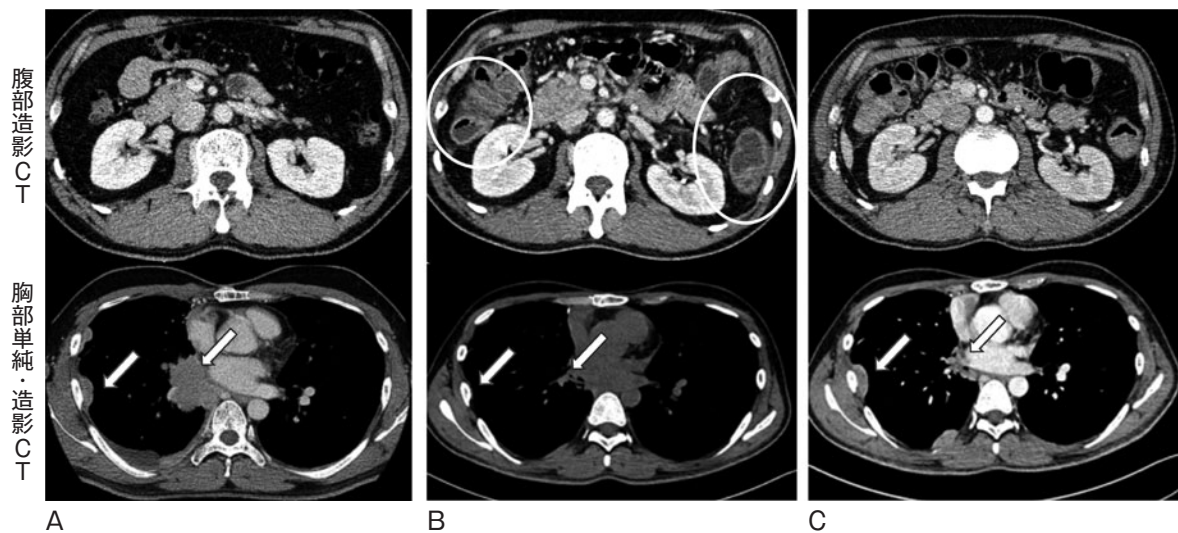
腹部造影CT (上段), 胸部単純・造影CT (下段) 検査. (A) ペムブロリズマブ (pembrolizumab : PEMB) 開始前 (入院2.5ヶ月前). 胸部造影CTで肺癌が認められる (矢印). PEMB投与前には腸管に異常は認めなかった. (B) Infliximab投与19日後 (第70病日), 大腸炎を発症し, 結腸の浮腫状壁肥厚は持続した (丸印). 大腸炎の進行時に肺癌は縮小傾向を認めていた (矢印). (C) 退院直前 (入院5ヶ月目). タクロリムスを導入した後, 肺癌は再増大していた (矢印) が, 造影CT画像上の結腸の浮腫状壁肥厚は改善した.
